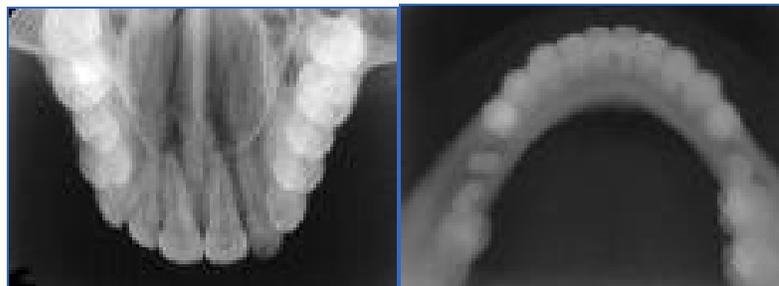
Radiografías oclusales.<sup>18</sup>
